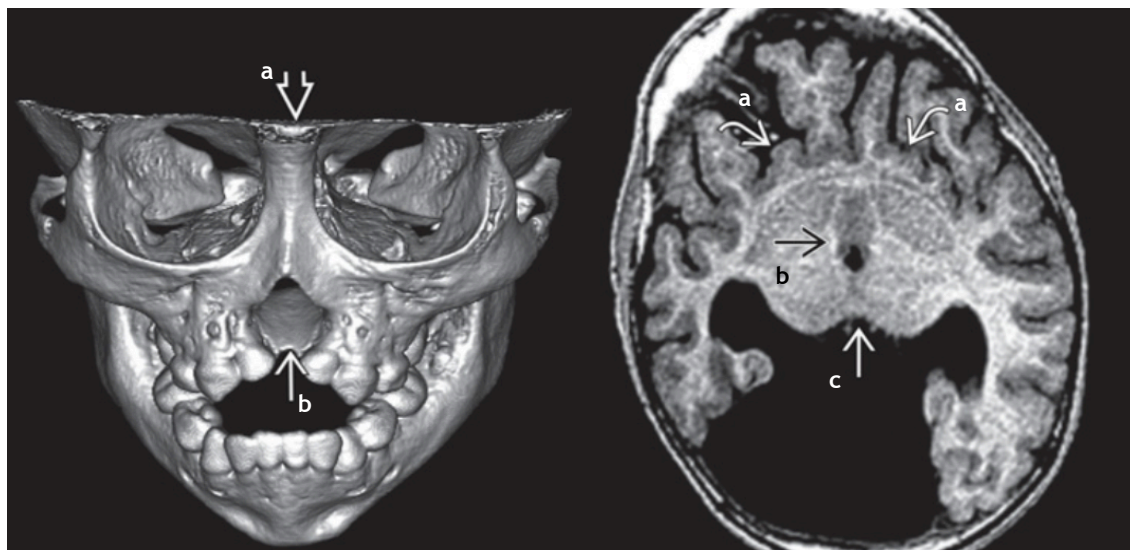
Holoprosencefalia semi-lobar - (Esquerda) Reconstrução 3D dos ossos faciais de um recém-nascido com fenda palatina e do palato, com hiperterolismo severo (a) e um defeito da linha média da maxila que se estende para o palato duro e septo nasal (b). (Direita) RM T1WI mostra falta de divisão interhemisférica. As fissuras silvianas (a) são antero-mediais devido à hipoplasia frontal. O estriato antero-basal (b) e o tálamo medial (c) não estão divididos e os átrios ventriculares abrem-se para o quisto dorsal. (7)
